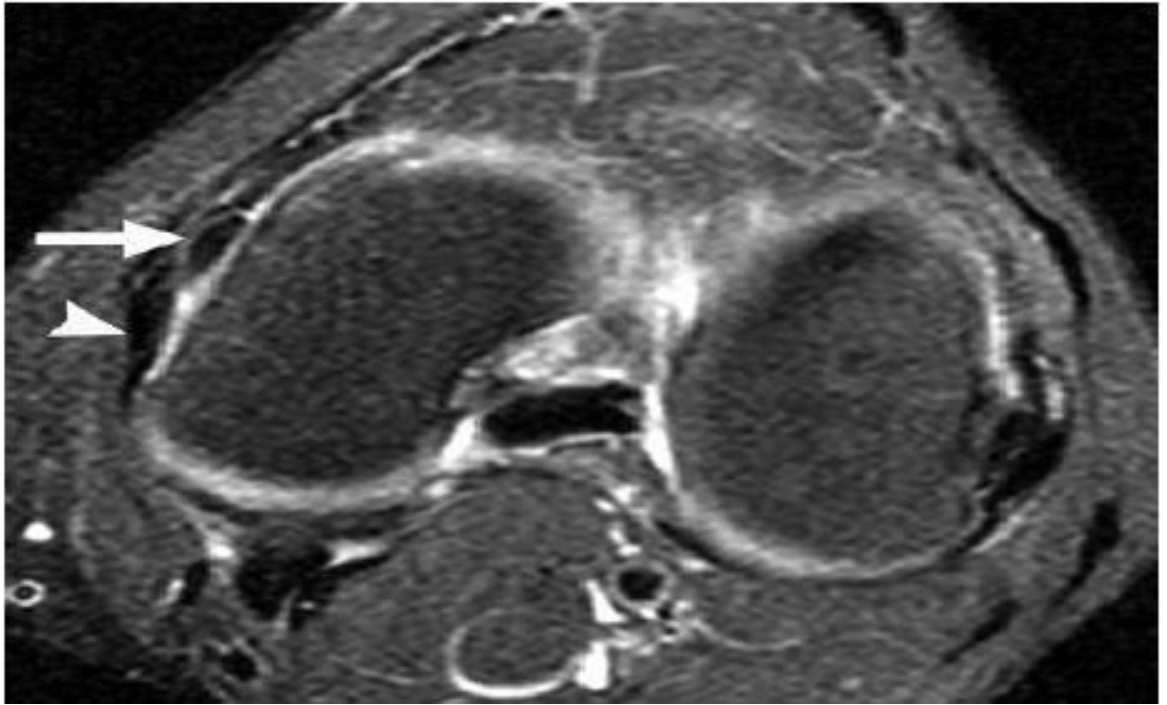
RM do joelho esquerdo, em corte transversal, demonstrando fragmentos de baixa intensidade de sinal no corpo do menisco medial (seta) e deslocamento do fragmento (cabeça de seta) (LYKISSAS et al., 2010).
